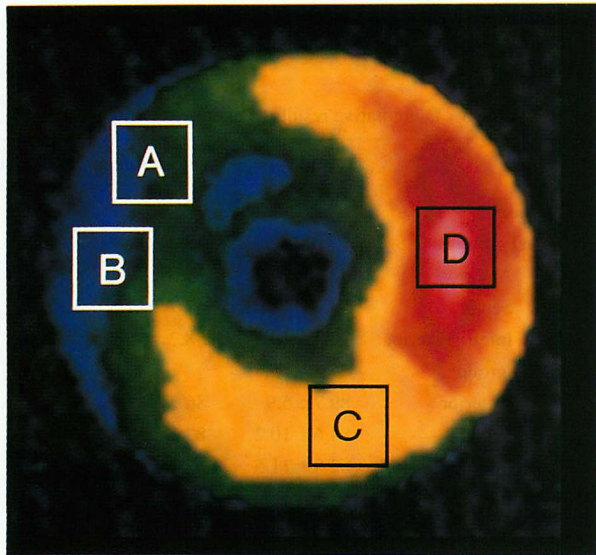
Interpretation of thallium-201 SPECT
